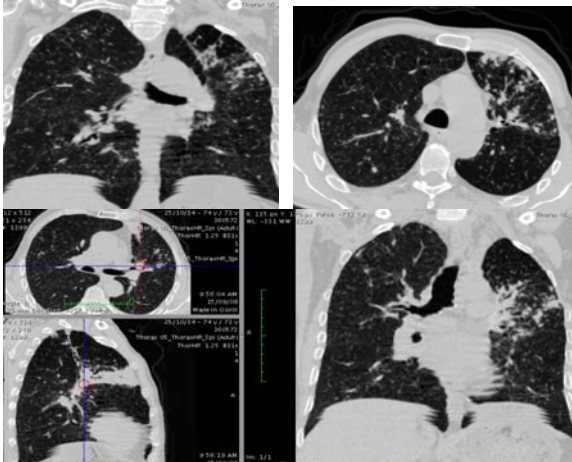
Pacient în vârstă de 57 ani, care prezintă modificări fibroase apicale stângi, modificări fibroase sechelare posttuberculoză, multipli micronoduli în ambele câmpuri pulmonare – tuberculoză miliară evidențiată pe examenul CT torace nativ.
